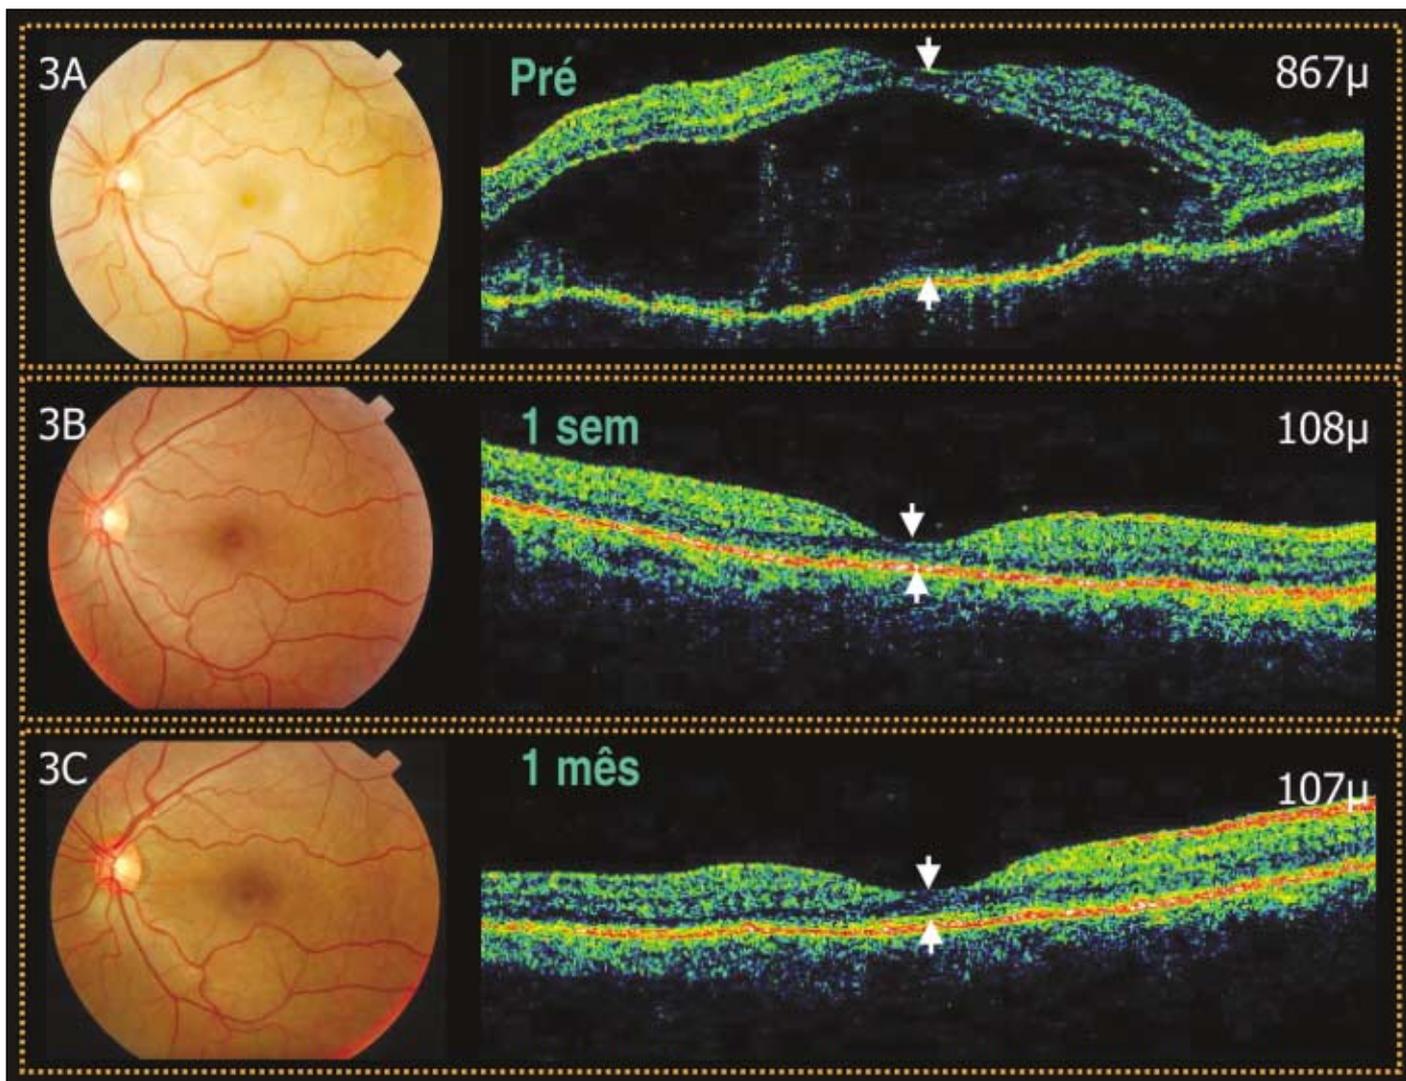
Paciente 4. (Olho Esquerdo): Retinografia e o "scan" horizontal de 6,00 mm da tomografia de coerência óptica centrado na região foveal. 3A- (Pré-injeção) A retinografia revelou múltiplas áreas de descolamento seroso de retina. A tomografia de coerência óptica demonstrou o descolamento seroso de retina associado a espessamento intra-retiniano. A altura do descolamento seroso de retina medida no centro da região foveal foi de 867m. 3B- Uma semana após a injeção do acetato de triancinolona, a resolução completa do descolamento seroso de retina foi observada. A altura da retina medida no centro da região foveal foi de 108m. 3C- Após um mês da injeção, observa-se a recuperação total da anatomia retiniana normal. A altura da retina medida no centro da região foveal foi de 107m
